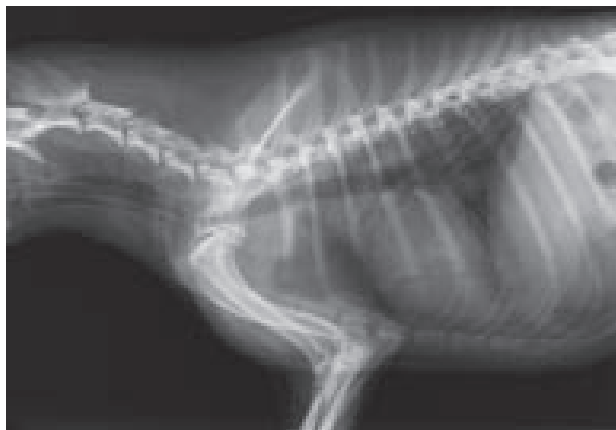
Radiografía lateral tomada después de la cirugía. Presencia de enfisema subcutáneo producido por la cirugía y ausencia de la masa.
